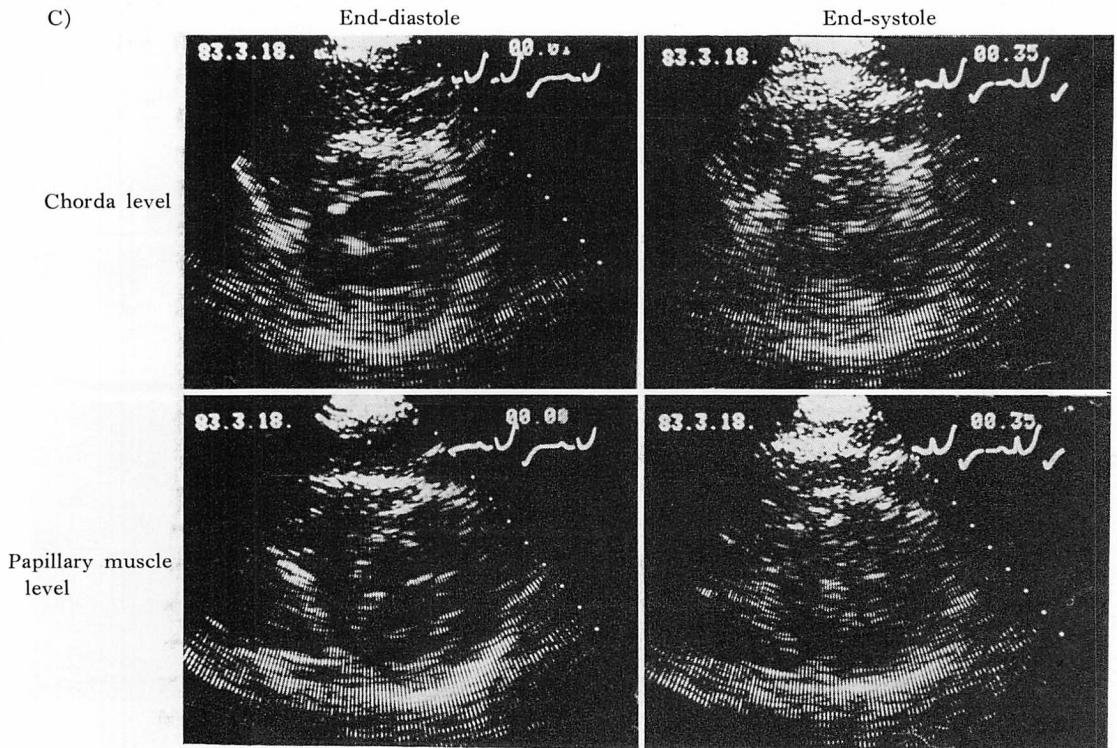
M-mode and two-dimensional echocardiograms on March 18, 1983.
